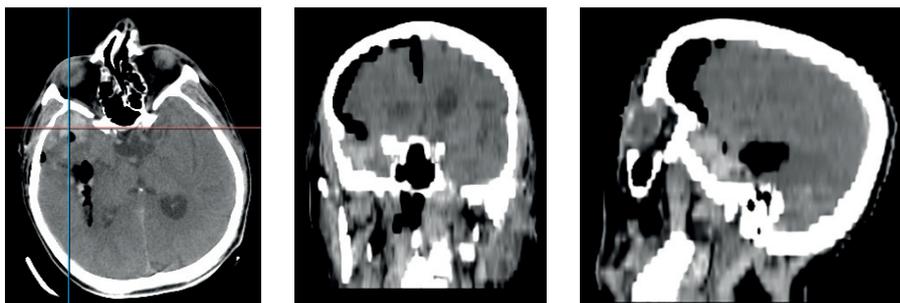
Компьютерная томография головного мозга пациента Р. 47 лет после операции
